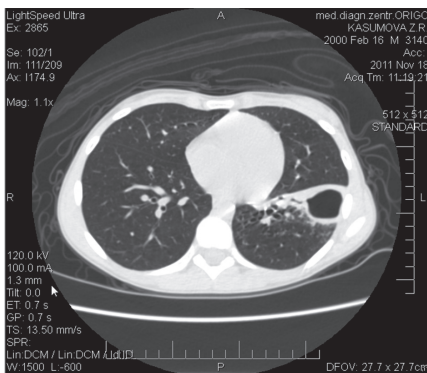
КТ ОГП хворої К. на 10 день лікування в пульмонологічному відділенні
